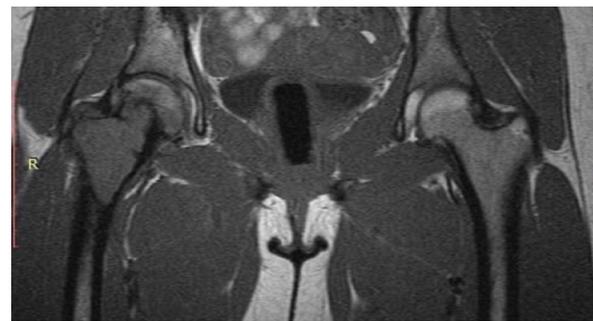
МРТ-исследование (T1) (09.2021): отмечается наличие мягкотканного новообразования с неровными контурами в верхней трети правой бедренной кости с распространением на шейку и вертелы. Кортикальный слой кости истончен
